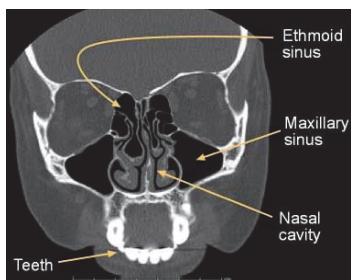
Posnetek CT obraznih kosti
